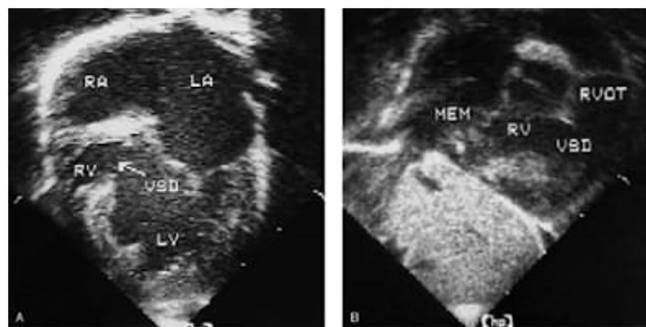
ecocardiograma evidenciando atresia tricúspide do tipo 1C com grandes artérias normoposicionadas e grande defeito de septo interventricular sem estenose pulmonar.
